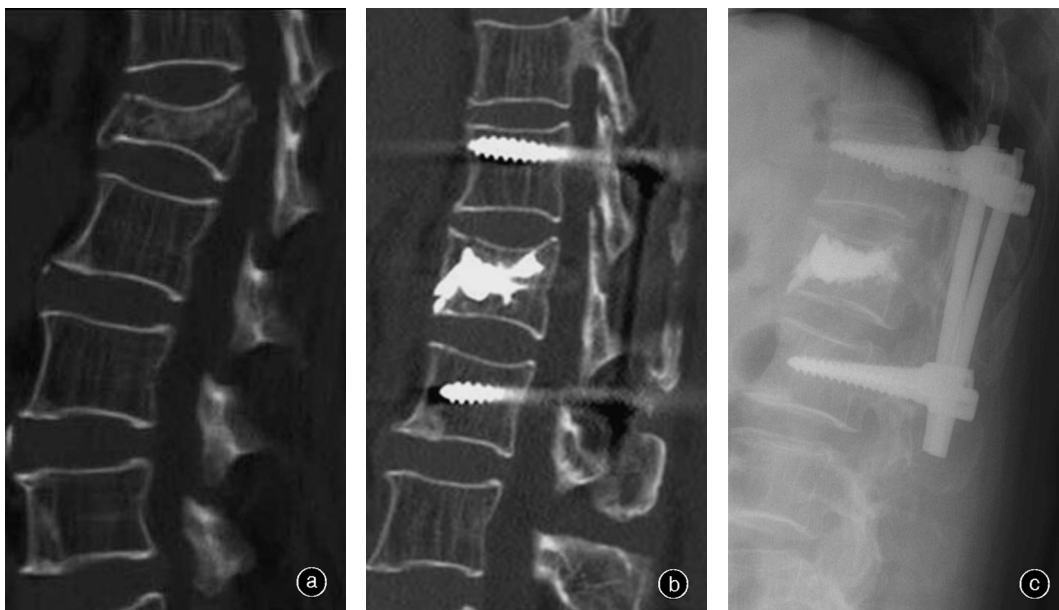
女,66岁,平地跌伤致L₄椎体A3型骨折 a 术前矢状面CT示L₄椎体A3型骨折,累及前、中柱 b 经皮内固定复位联合椎体后凸成形术后1周矢状面CT示骨折复位满意,内固定位置良好,椎体内骨水泥充填好,无椎旁渗漏 c 术后25个月侧位X线片示伤椎高度未见明显丢失,内固定无明显松动
